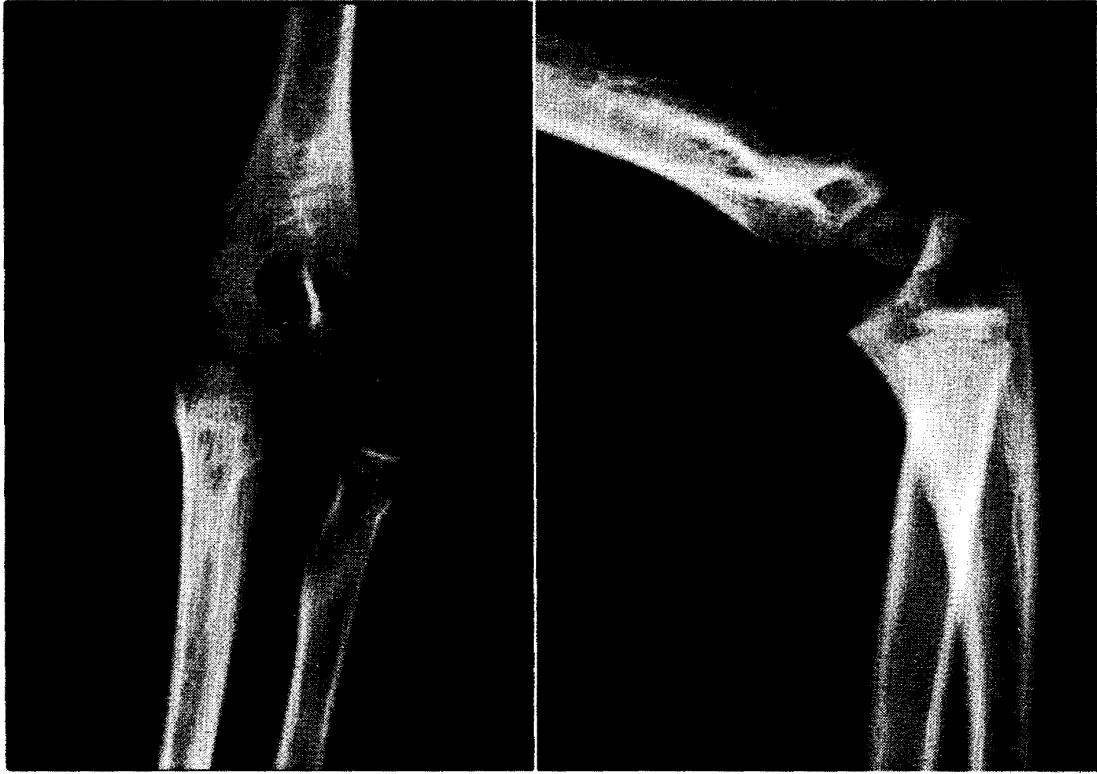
Anteroposterior and lateral radiographs of the elbow after the fall.
